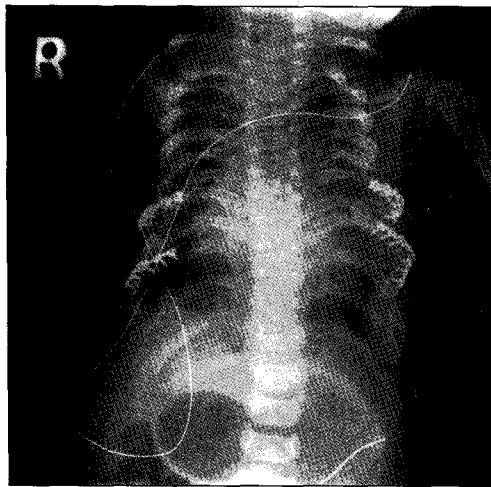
Postoperative simple chest X-ray after left side thoracic expansion surgery. Fractured titanium plate after left side operation is shown.
